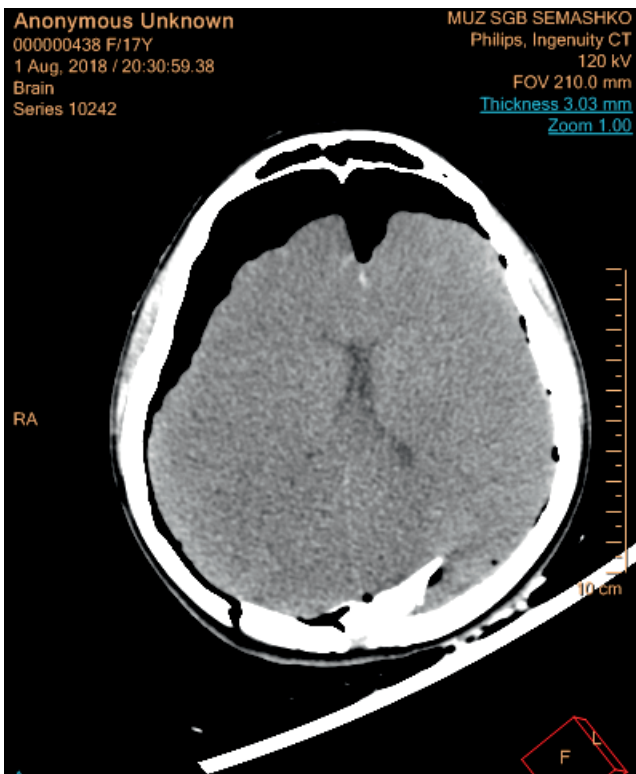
Компьютерная томография головного мозга. Аксиальная проекция. Эффект «взбалтывания мозга». Пневмоцефалия
